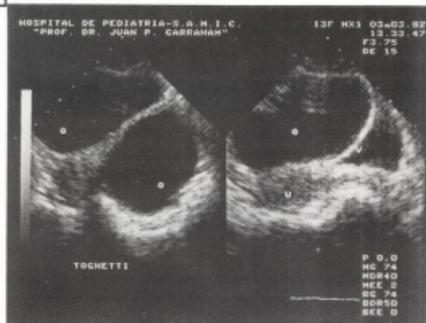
caso 4; ecografía e intraoperatorio de un cistadenoma bilateral de ovario. Nótese el tamaño de ambos tumores. U: útero OD: ovario derecho OI: ovario izquierdo
